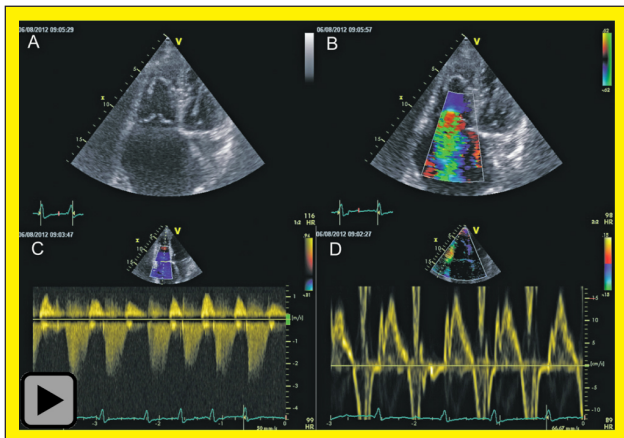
Hochgradige Trikuspidalinsuffizienz in der herkömmlichen Echokardiographie. Hochgradige Dilatation des rechten Ventrikels und Vorhofs mit Koaptationsdefekt der Trikuspidalklappe (A), hochgradige Trikuspidalinsuffizienz im Farbdoppler (B) und CW-Doppler (C). Tissuedoppler des Trikuspidalanulus (D).
